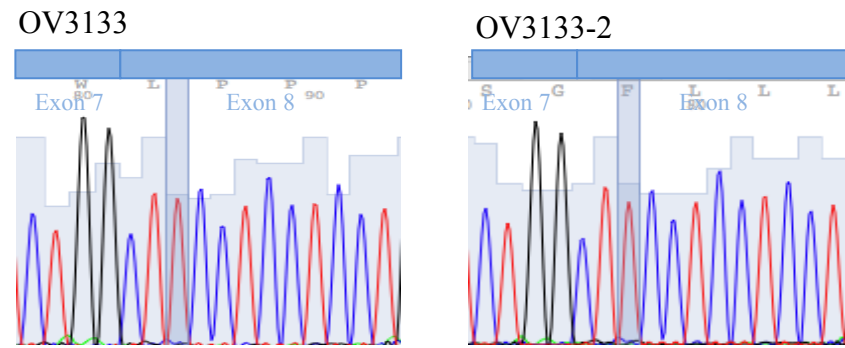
Chromatogrammes de séquençage de l'ADNg et de l'ADNc de *SCRIB*. A) Séquençage de l'ADNg des lignées TOV1369TR et OV1369-2 montrant la présence d'une hétérozygotie CT de *SCRIB* à la position 144964972. B) Séquençage de l'ADNc des lignées TOV1369TR et OV1369-2 montrant la présence d'une hétérozygotie CT de *SCRIB* à la position 144964972. C) Séquençage de l'ADNg des lignées TOV1369TR, OV1369-2, TOV3133D, TOV3133G, OV3133 et OV3133-2 montrant l'absence de la mutation G>T de *SCRIB* à la position 144946796. D) Séquençage de l'ADNc des lignées TOV1369TR, OV1369-2, TOV3133D, TOV3133G, OV3133 et OV3133-2 montrant l'absence de la mutation G>T de *SCRIB* à la position 144946796.
